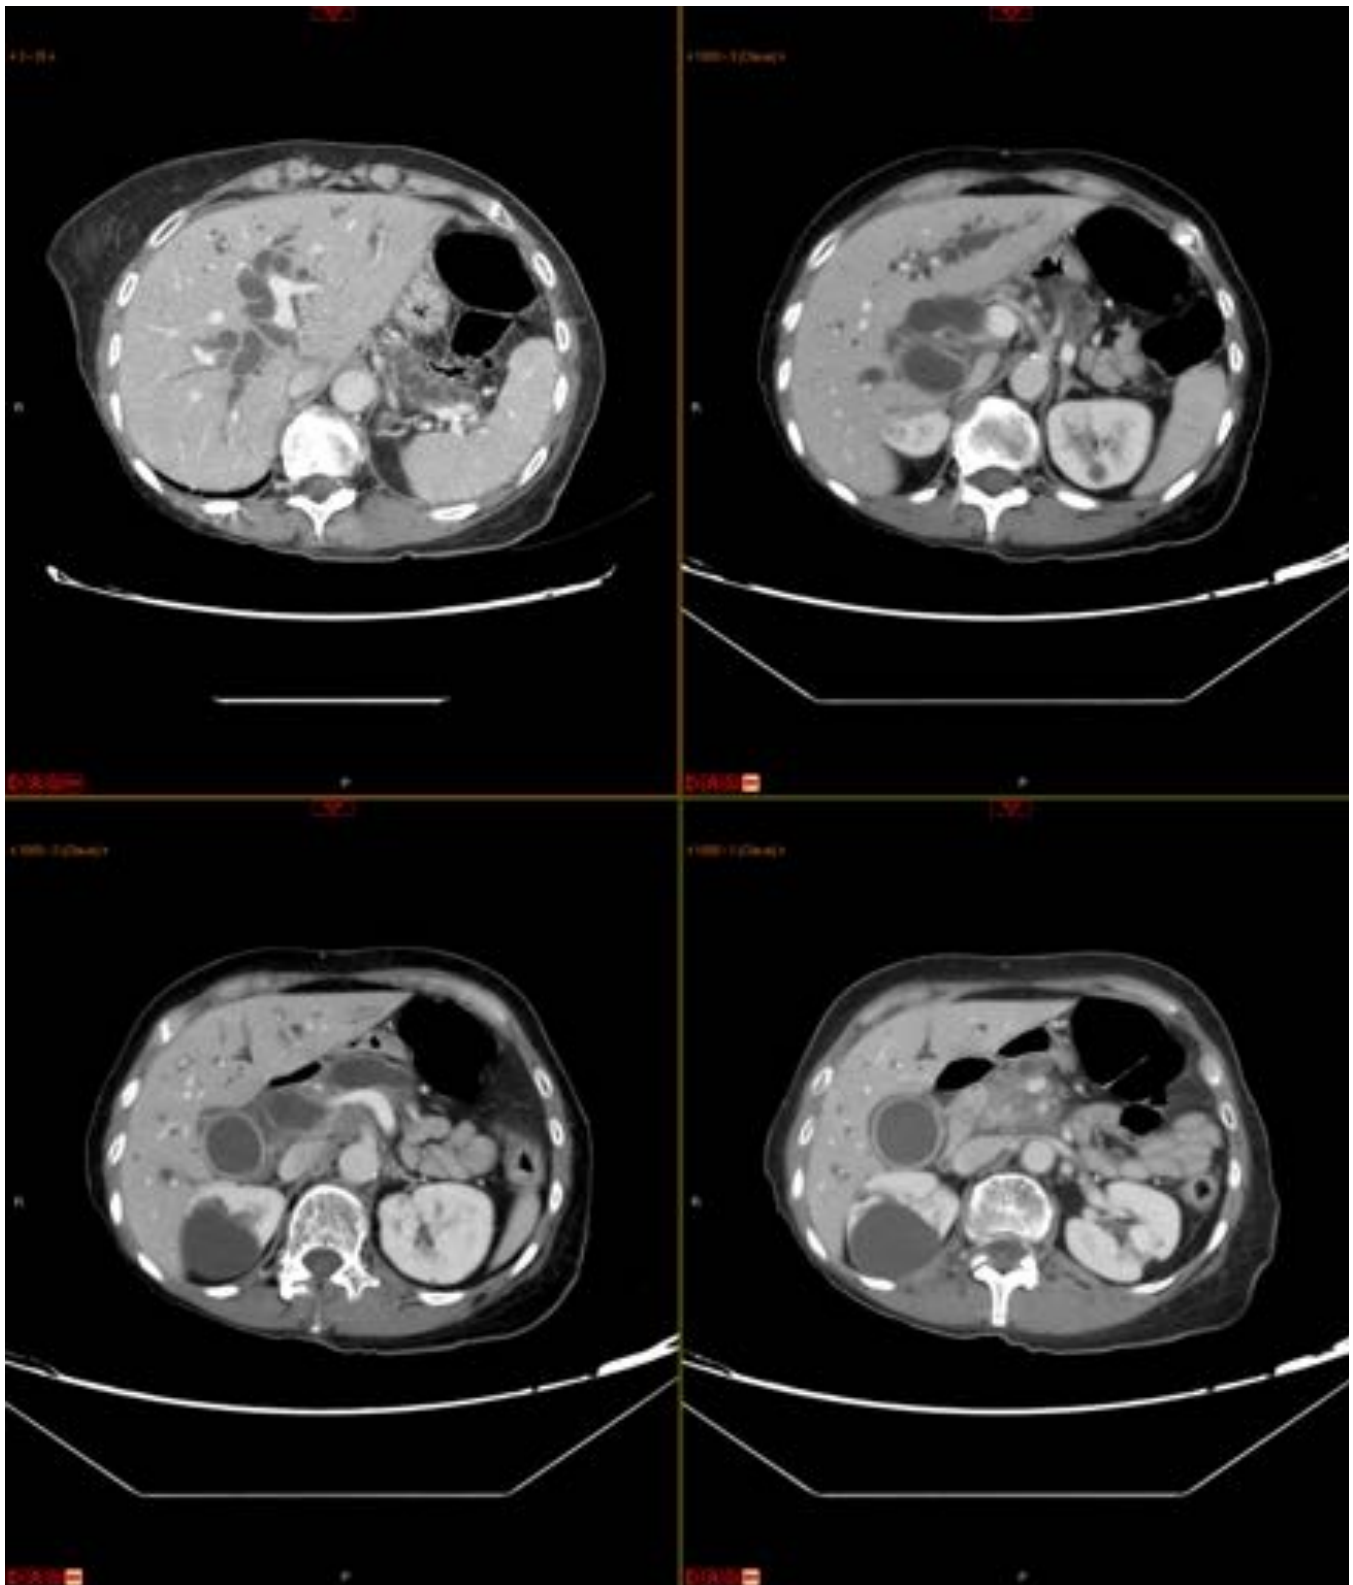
Mujer de 63 años que ingresa por ictericia y cuadro constitucional con la sospecha de neoplasia pancreática. En la TAC se objetiva una significativa dilatación de la vía biliar intra/extrahepática y del conducto de Wirsung secundaria a una tumoración en la cabeza pancreática. Esta lesión presenta unos contornos irregulares/mal definidos y escaso realce tras el contraste intravenoso con respecto al resto del parénquima de la glándula siendo compatible con carcinoma de páncreas.
